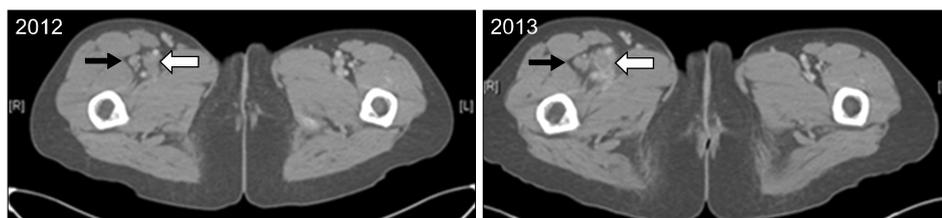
Computed tomography showing deep vein thrombosis (DVT) at the right deep femoral vein (black arrow) and the right superficial femoral vein (white arrow) in June 2012, and the persistence and worsening of those DVTs in January 2013.
